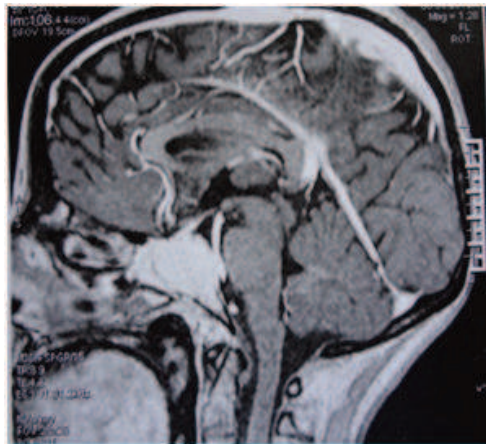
IRM en coupe sagittale avec injection de produit de contraste montrant la prise de contraste intense.
